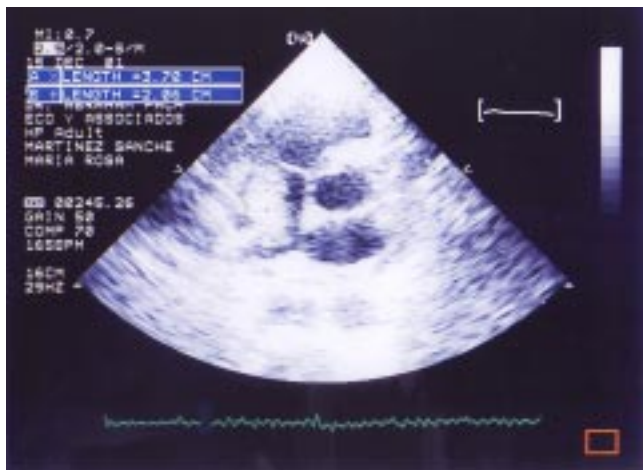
Ecocardiograma cuatro cámaras con una masa hiperecogénica en la aurícula derecha.
